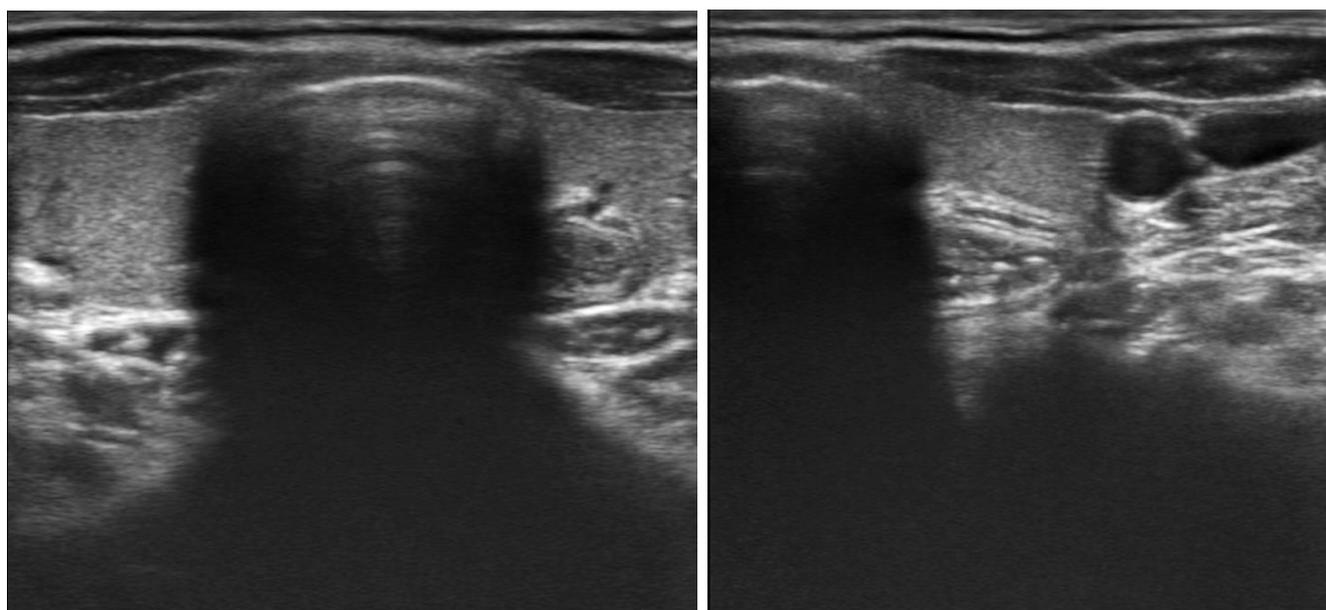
УЗИ ЩЖ без патологии
